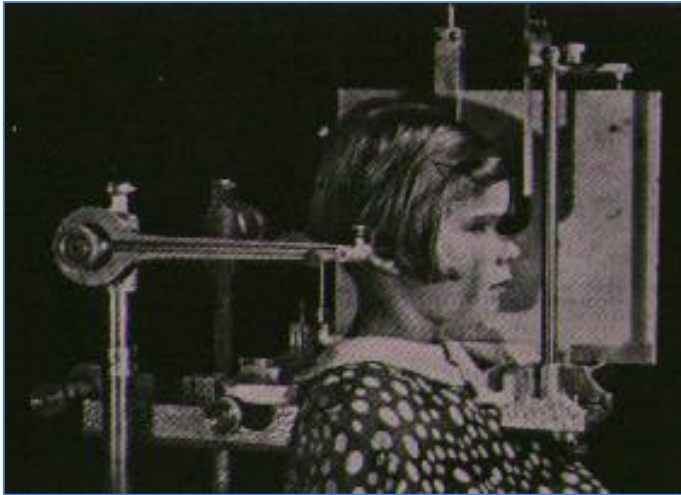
Cefalostato de Broadbent. Posicionador del paciente que permite la repetición de la radiografía obteniendo los mismos resultados.
